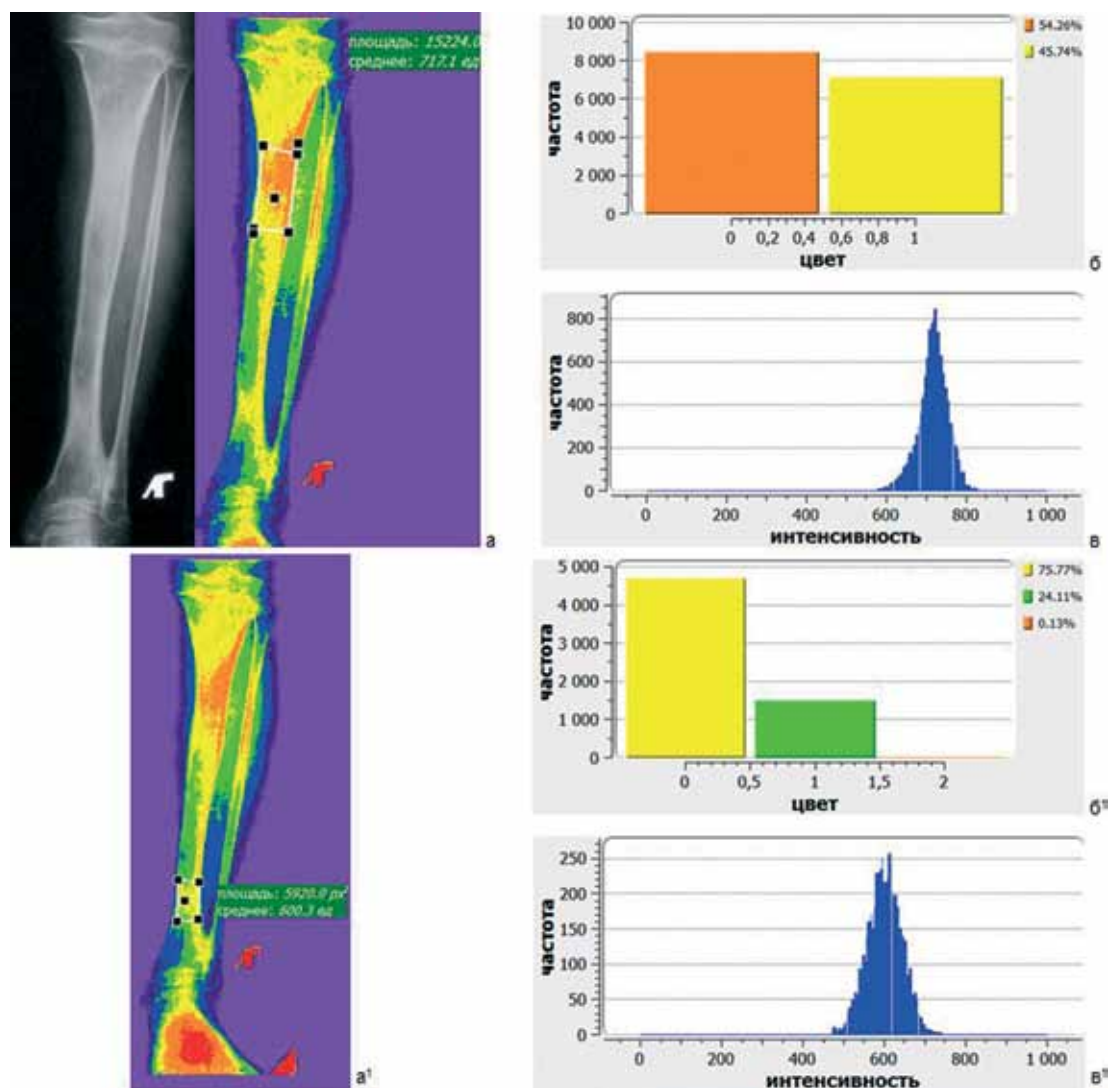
Рентгенограмма левой голени в прямой проекции больного А., 7 лет, ахондроплазия, через год после перекрестного удлинения правого бедра и левой голени, обработанная с помощью программы «Hi – scene», выделен проксимальный регенерат (а), б – цветовое контрастирование, в – гистограмма; а¹ – выделен дистальный регенерат, б¹ – цветовое контрастирование; в¹ – гистограмма
